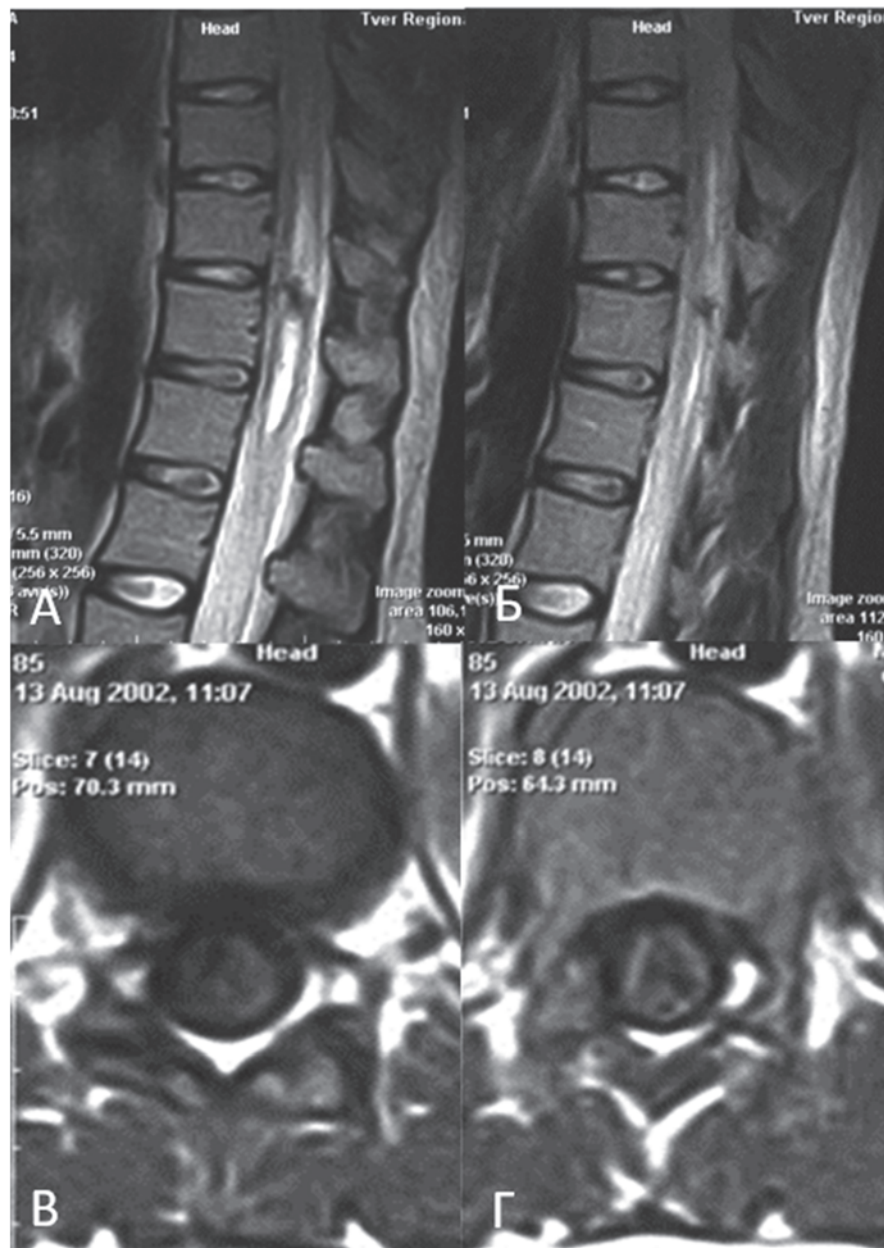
Пациентка К-на, МРТ грудного отдела позвоночника и спинного мозга в режимах T1 и T2 в сагиттальной (А, Б) и аксиальной (В, Г) проекциях: интрамедуллярное объёмное образования на уровне Th12–L1 позвонков
